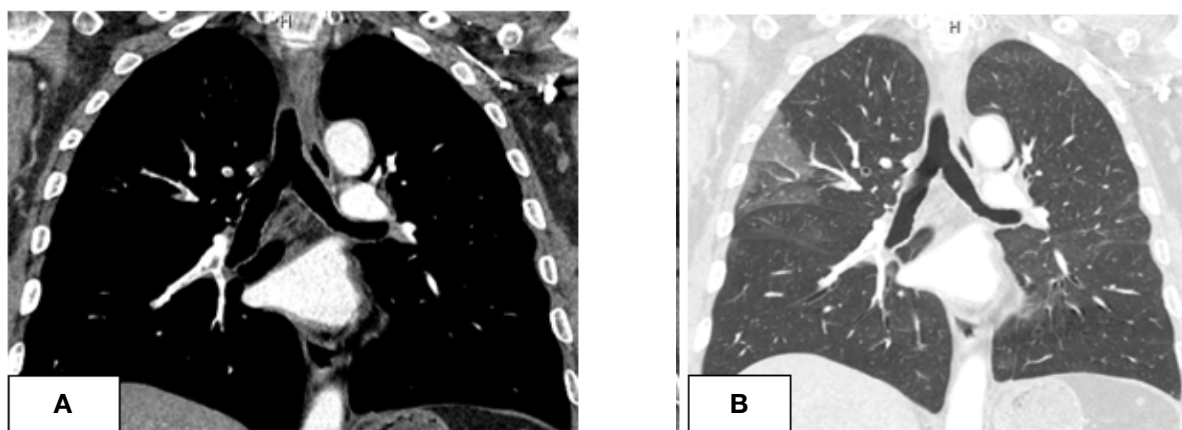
а. КТ-ангиография, фронтальная реконструкция. Тромбоэмболия верхнедолевых и нижнедолевых ветвей правой легочной артерии. Б. КТ груди, фронтальная реконструкция. Инфарктная пневмония
